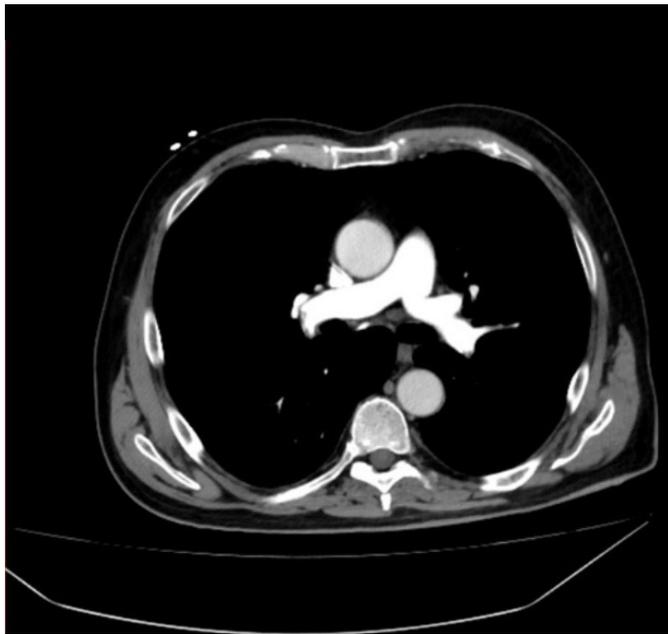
CT de arterias pulmonares posterior a fibrinólisis. Se objetiva recanalización completa de ambas arterias pulmonares con mínimos restos trombóticos milimétricos no significativos.
